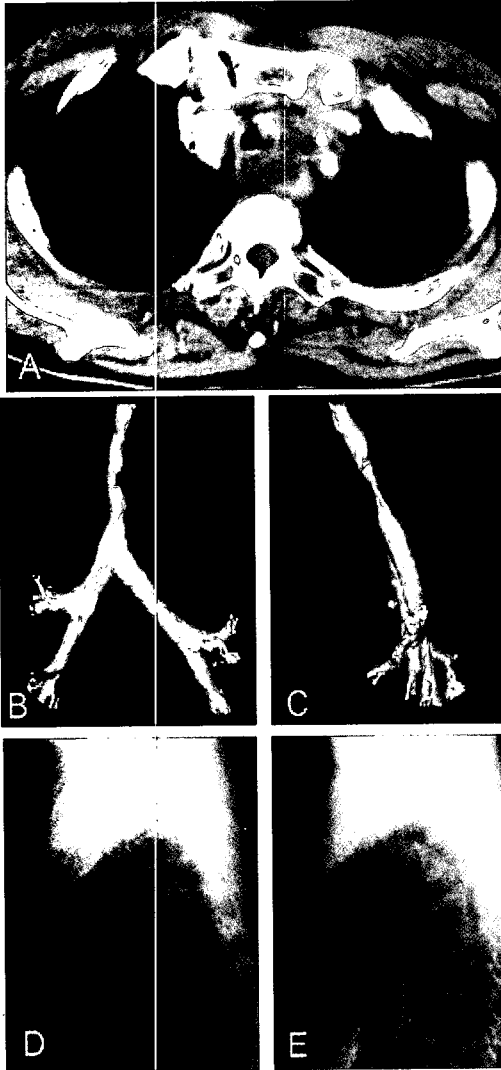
Tracheal stenosis by esophageal cancer invasion. A-D. The mid to lower trachea is narrowed by esophageal cancer invasion on chest lateral view and 3-D reconstructed CT. E. After the insertion of 20mm x 7cm sized, retrievable Song airway stent, the narrowed segment is expanded.
